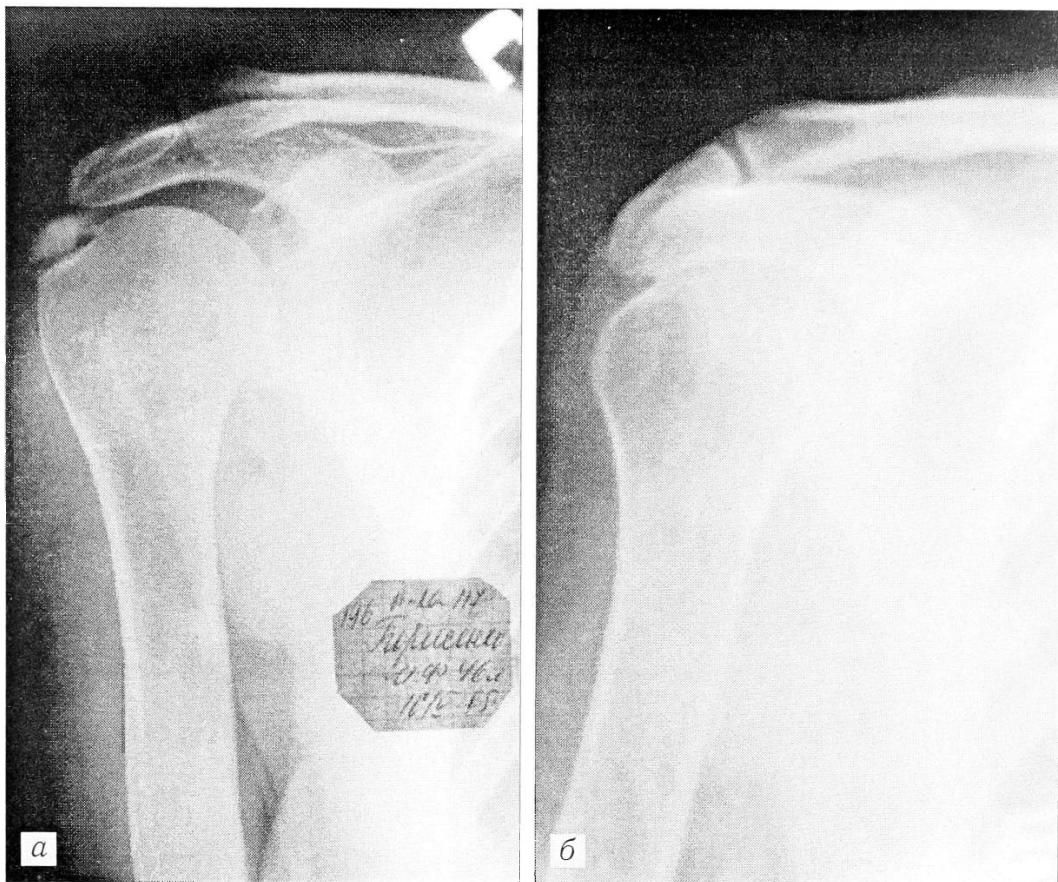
Рентгенограммы больного 46 лет с хроническим рецидивирующим плечелопаточным периартрозом, калькулезным бурситом.
